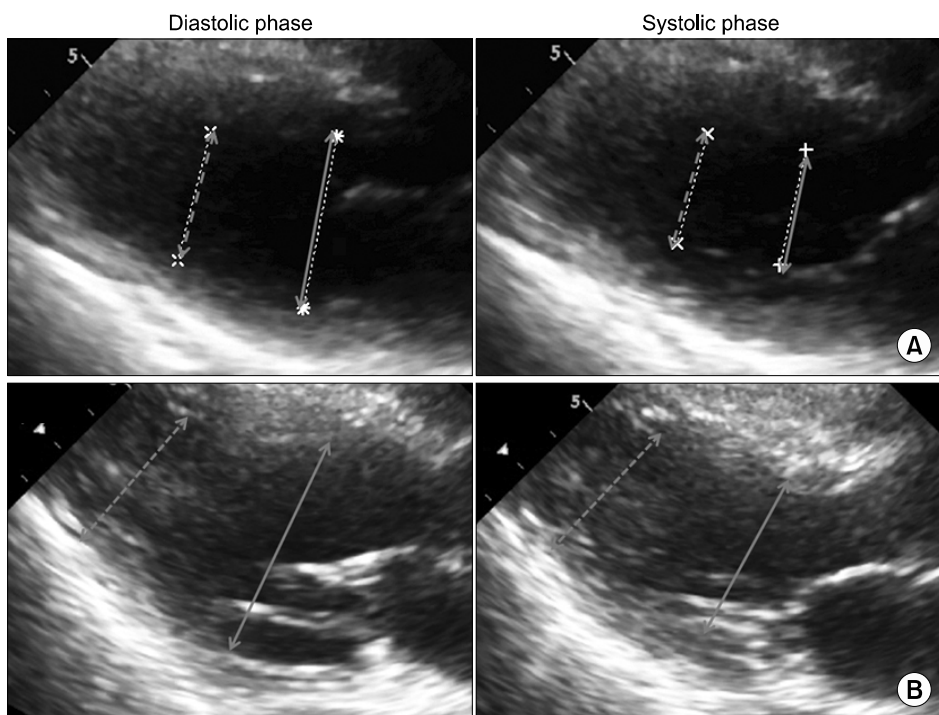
Echocardiography showed apical wall (dotted line) is less contracted than basal wall (solid line) during systole in case 1 (A) and case 2 (B). Parasternal long axis view.
